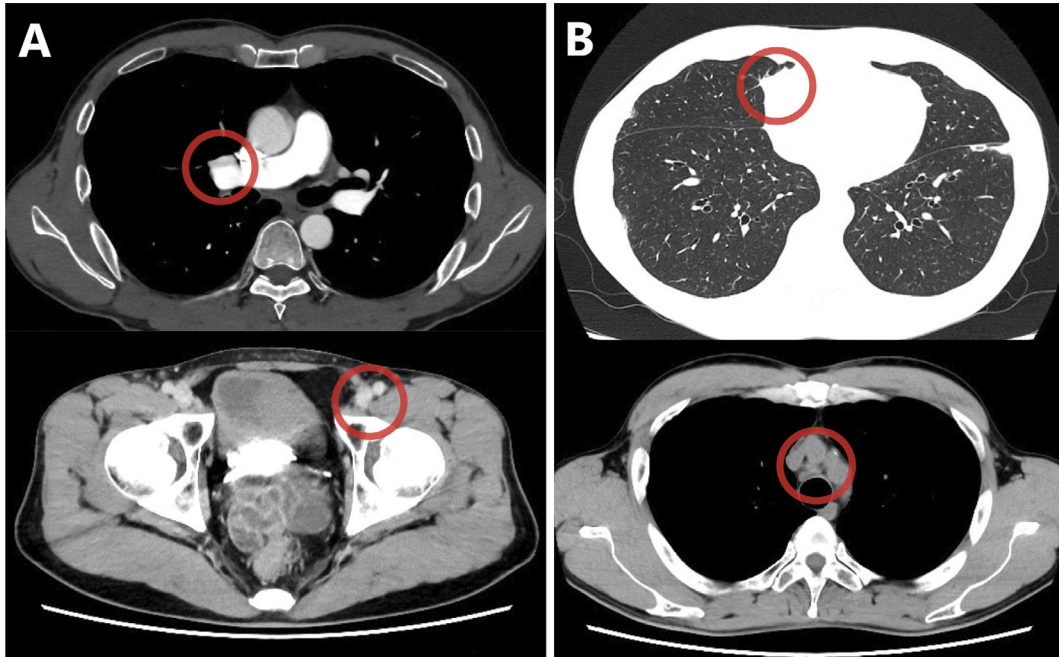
Contrast-enhanced computed tomography findings three months after crizotinib treatment was initiated. (A) The thrombi in the right pulmonary artery and left femoral vein disappeared. (B) The right middle lobe and mediastinal lymph nodes were reduced in size.
